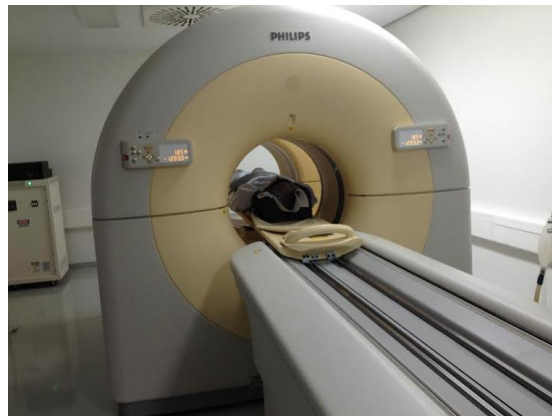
Posicionamento do doente no PET/CT no início do exame.
